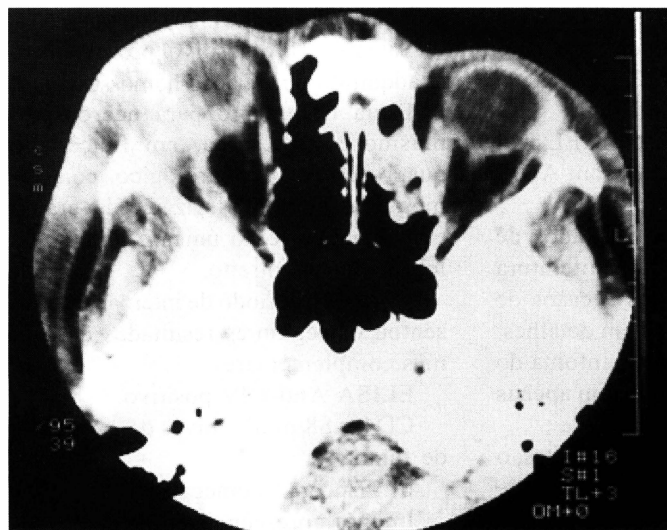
Tomografia evidenciando o comprometimento das órbitas.
